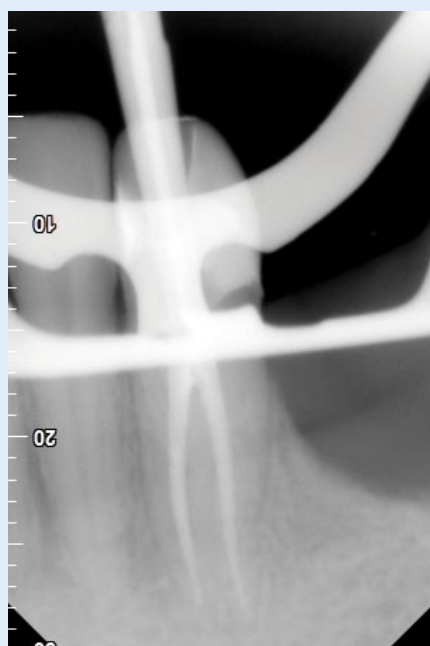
Radiografia de conometria
